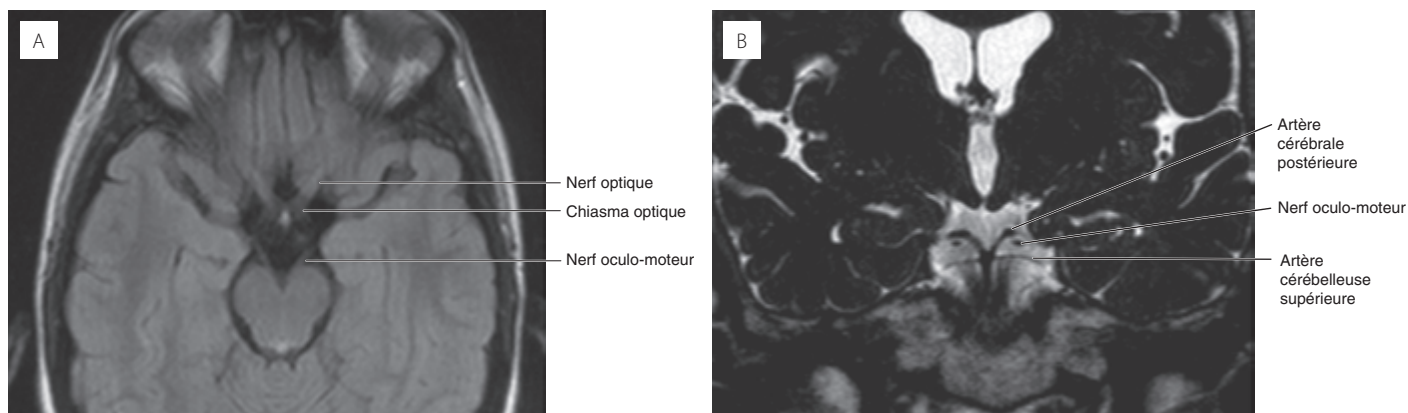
IRM – séquence FLAIR, coupe transversale (A) ; IRM, coupe frontale, pondération T2 (B). Le nerf oculo-moteur (NC III).
